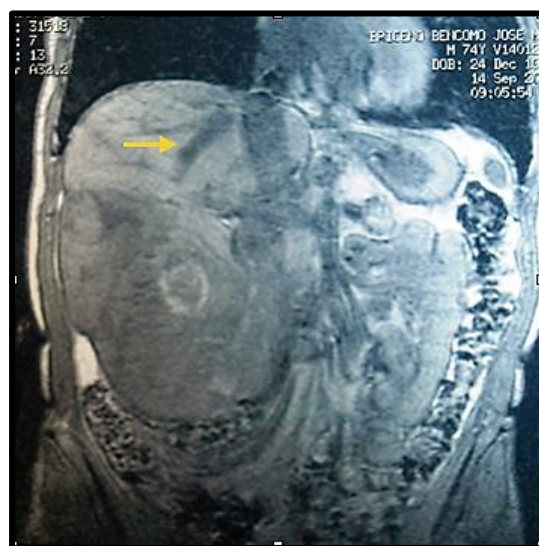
RM abdominal donde se evidencia tumor heterogéneo en hígado derecho que respeta la vena suprahepática derecha (señalada con la flecha).
